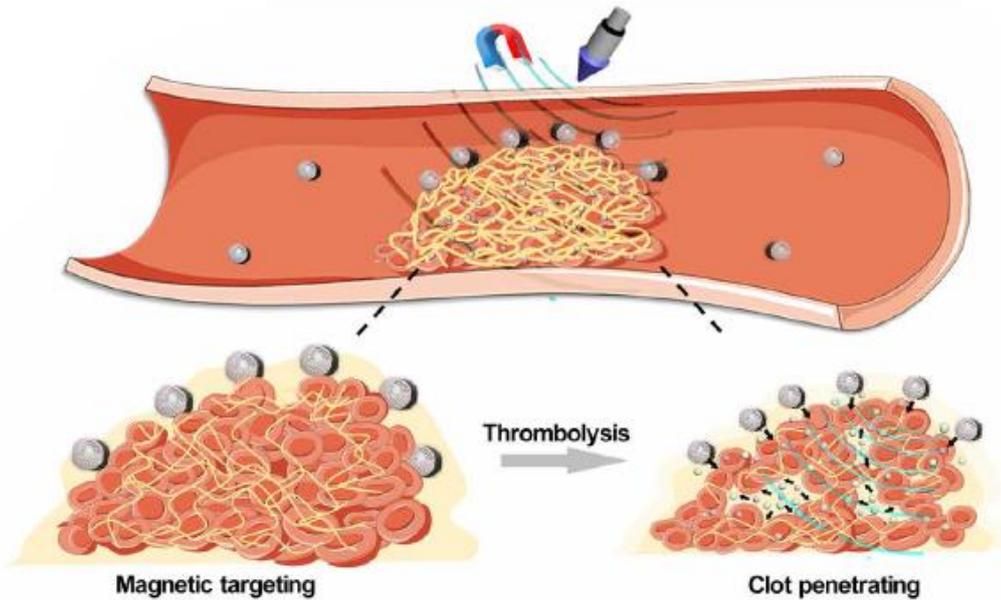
Estrategia de administración de precisión utilizando la focalización magnética y la liberación activada por ultrasonido (Wang et al., 2020)
